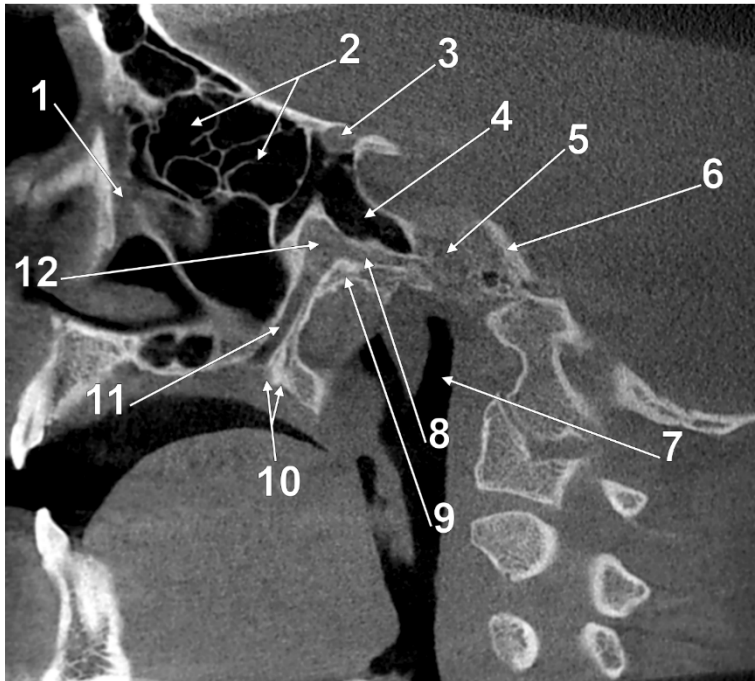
Secțiune CBCT sagitală prin fosa pterigopalatină, canalul vidian și canalele palatine. 1.canal lacrimonazal; 2.labirintul etmoidal; 3.canalul optic; 4.sinusul sfenoidal; 5.foramen lacerum; 6.apexul pietros; 7.nasofaringele; 8.canalul vidian; 9.baza pterigoidiană; 10.canalele palatine mici coboară prin procesul piramidal al osului palatin; 11.canalul palatin mare; 12.fosa pterigopalatină.
